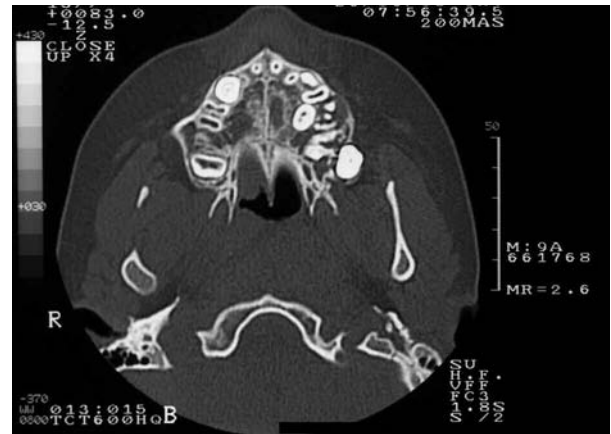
CT scan 2003 (9 years old). Horizontal slice, severe ectopia of 65 towards palate and buccal ectopia of 27 which appears out of cortical bone.
